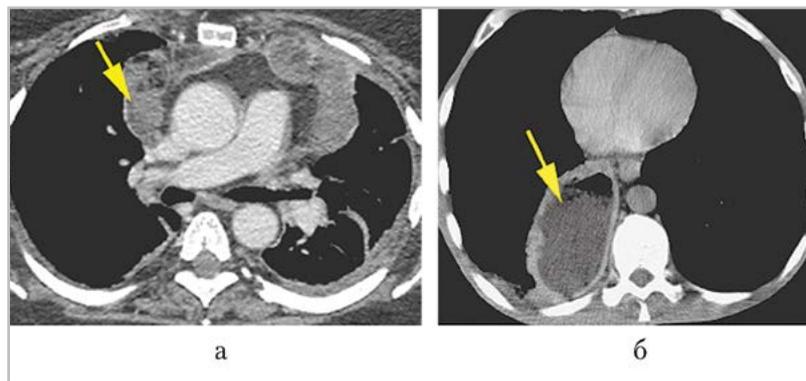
МСК-томограммы органов грудной полости: *а* — больной В., 33 года, венозная фаза контрастного усиления, отмечаются множественные абсцессы средостения (*стрелка*); *б* — больного Х., 45 лет, отсроченная фаза контрастного усиления, отмечается крупный абсцесс заднего средостения (*стрелка*)
